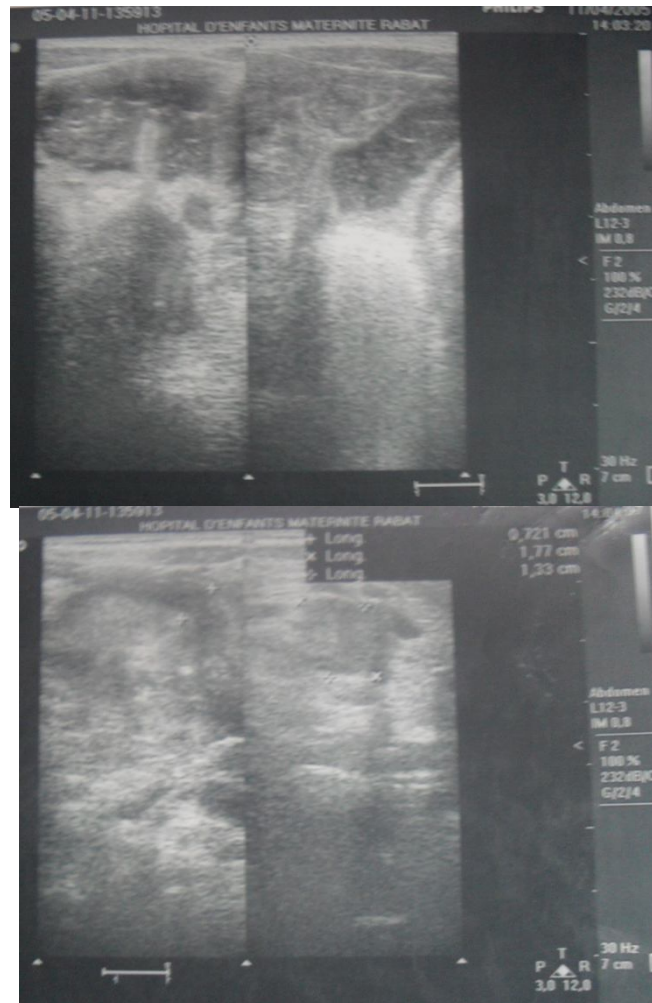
images d'échographie objectivant :
